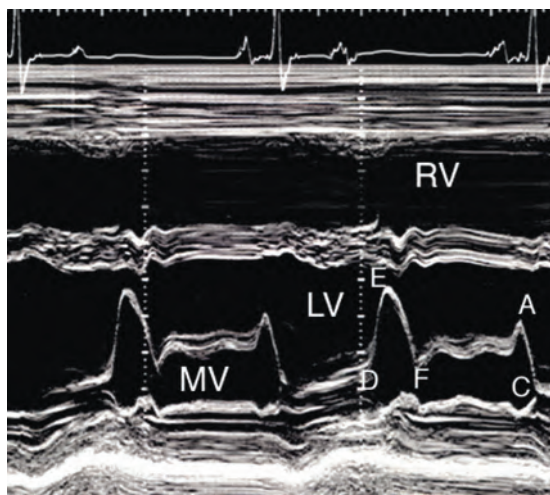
М-модальная эхокардиограмма митрального клапана. Точки D, E, F, A и C обозначены во втором цикле (см. текст) (RV — правый желудочек; LV — левый желудочек; MV — митральный клапан).
